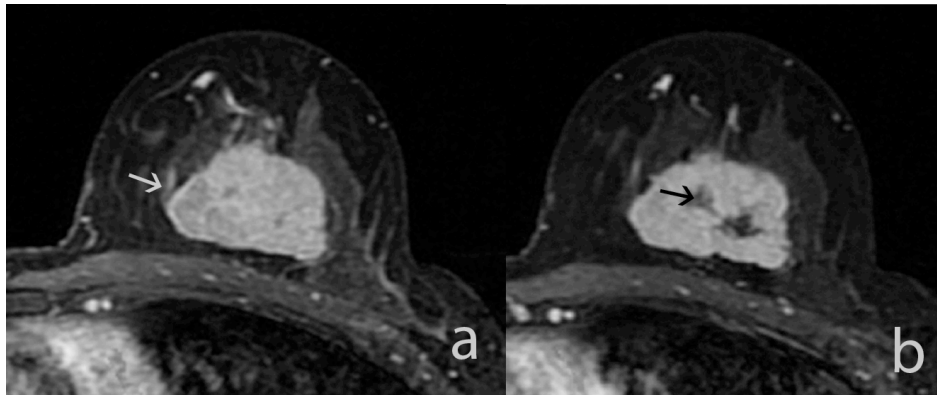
Imágenes dinámicas en el plano axial potenciadas en T1. a) RM de estadificación: realce nodular (flecha) de morfología ovoidea y contornos lobulados con realce interno heterogéneo, que ocupa el plano medio y posterior de los cuadrantes inferiores de la mama izquierda, perfil IHQ luminal B HER2-. b) RM tras TSP: ausencia de respuesta. Como único cambio se identifican dos áreas de necrosis central (flecha).
